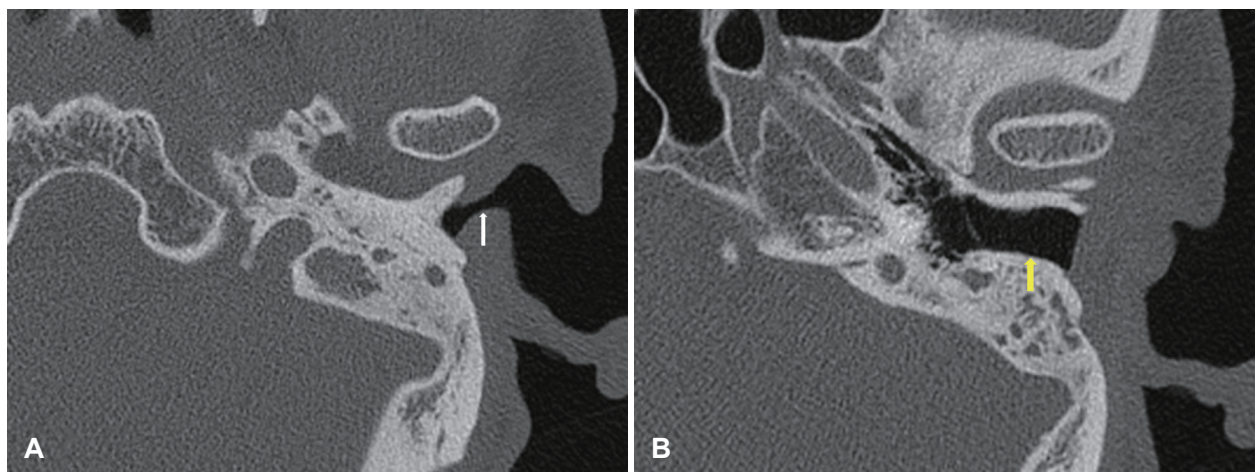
Preoperative temporal bone CT demonstrating a narrowed external meatus (left ear). The CT scan shows a markedly narrowed external meatus (A, white arrow) compared to the diameter of the external auditory canal (B, yellow arrow).
